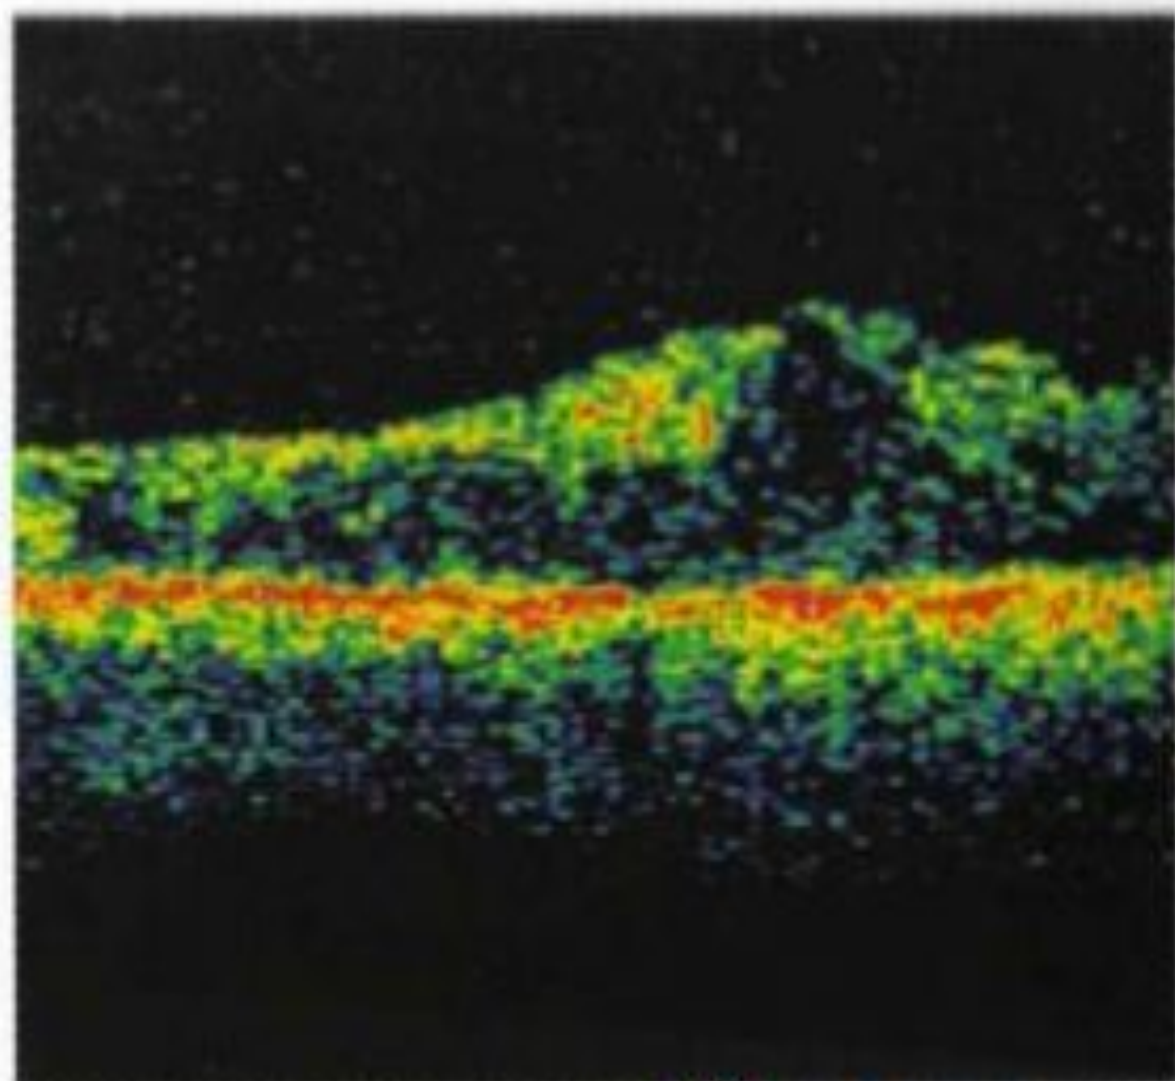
Оптическая когерентная томограмма пациента с диабетическим макулярным отеком. Толщина сетчатки в центре фовеа — 451 мкм. Зона отека сетчатки видна в виде криальных ганглиев, заполненные прозрачной жидкостью. Слой ПЭС частично разрушен. [www.zreniye.ru](http://www.zreniye.ru)
